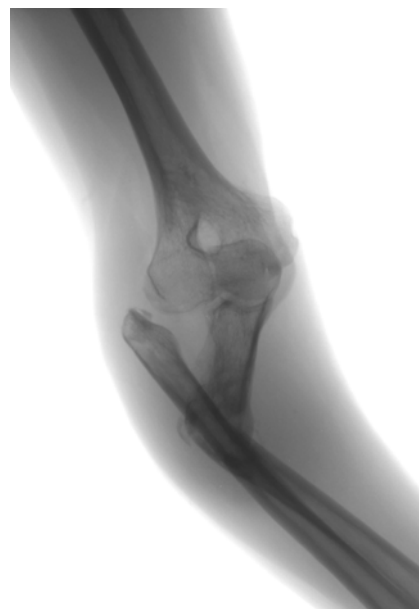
Рентгенограма хв. К., 38 років, у прямій проекції: посттравматична варусна деформація ліктьової кістки з її вкороченням та вивих голівки променевої кістки
